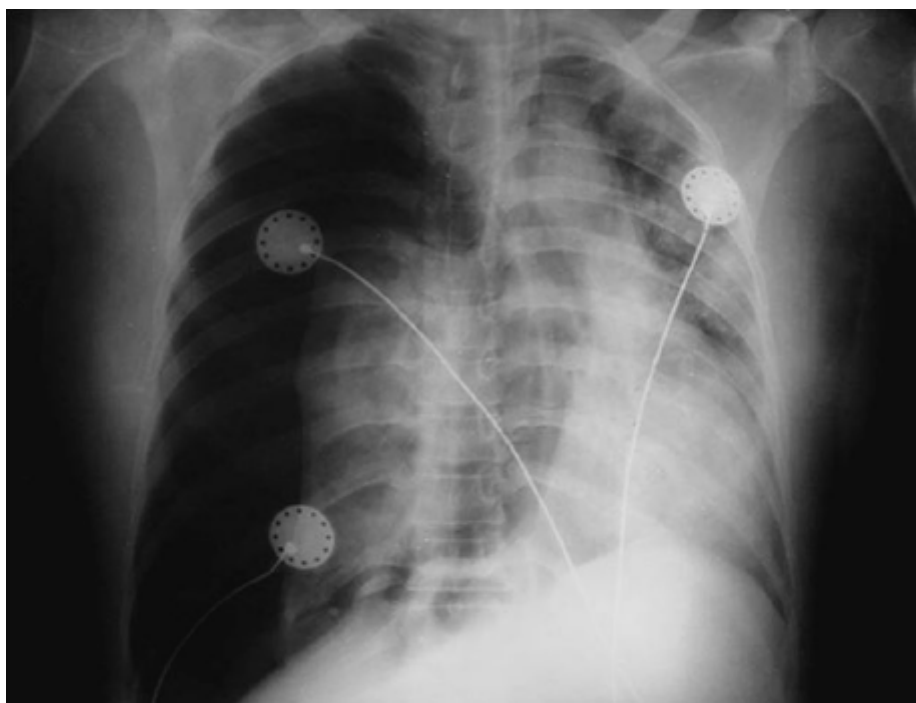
Radiografia de tórax que evidencia acentuado pneumotórax hipertensivo em hemitórax direito com desvio contralateral das estruturas do mediastino.
